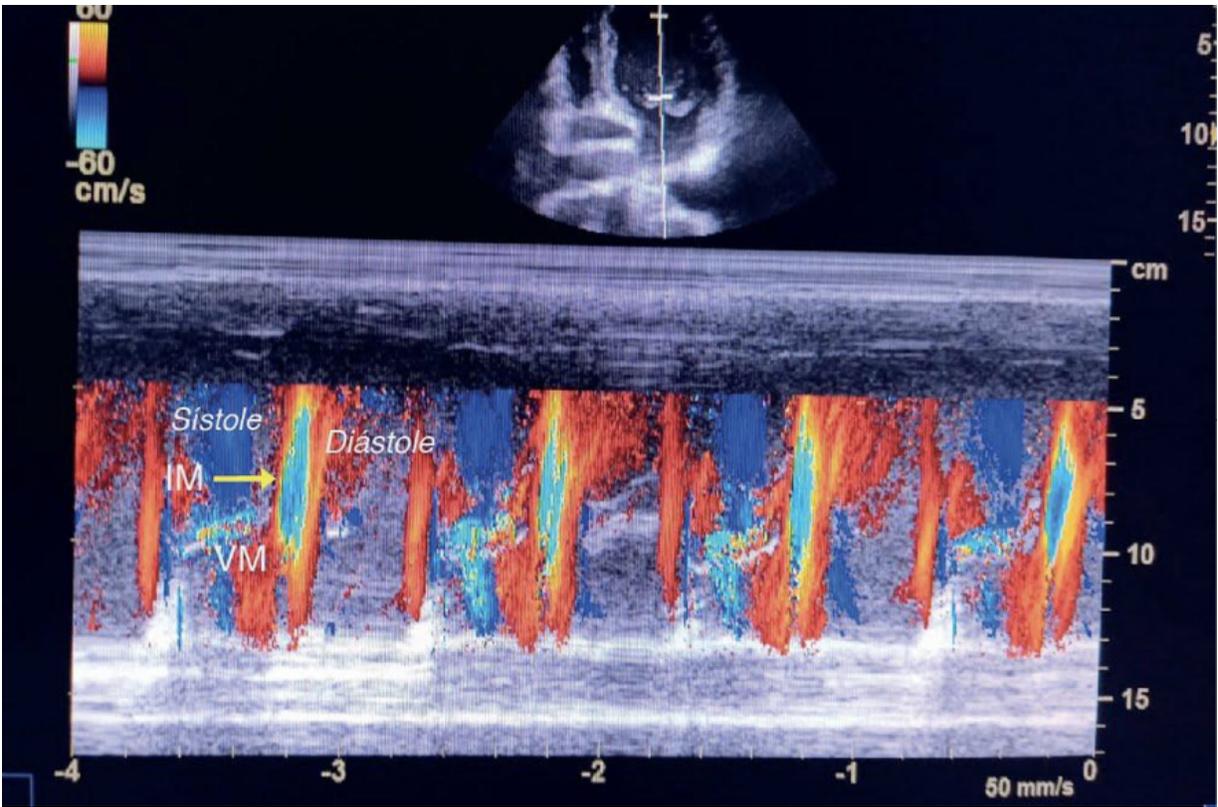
Doppler M color demostrando IM telesistólica.
